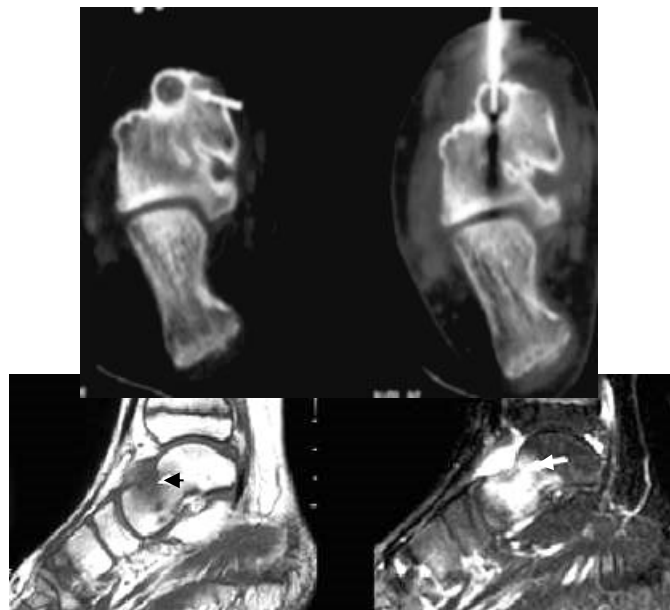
Остеїдна остеома. КТ у аксіальній і МРТ T1-, T233 таранної кістки у сагітальній площині – субкортикально, в шийці кістки визначається дрібна, округлої форми ділянка деструкції із чіткими рівними контурами, оточена асиметричною зоною склерозу з дрібними вапняними включеннями в центрі (верифікація за допомогою трепан-біопсії). На МРТ, крім вогнища ураження, візуалізується інфільтрація кісткового мозку, що поширюється на
